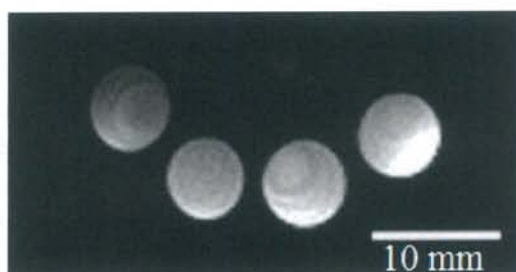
ファントムの MRI。Gd-DTPA 濃度は左から 0.05 mM、0.1 mM、0.2 mM、0.4 mM とマイクロチューブファントムを配置した。
